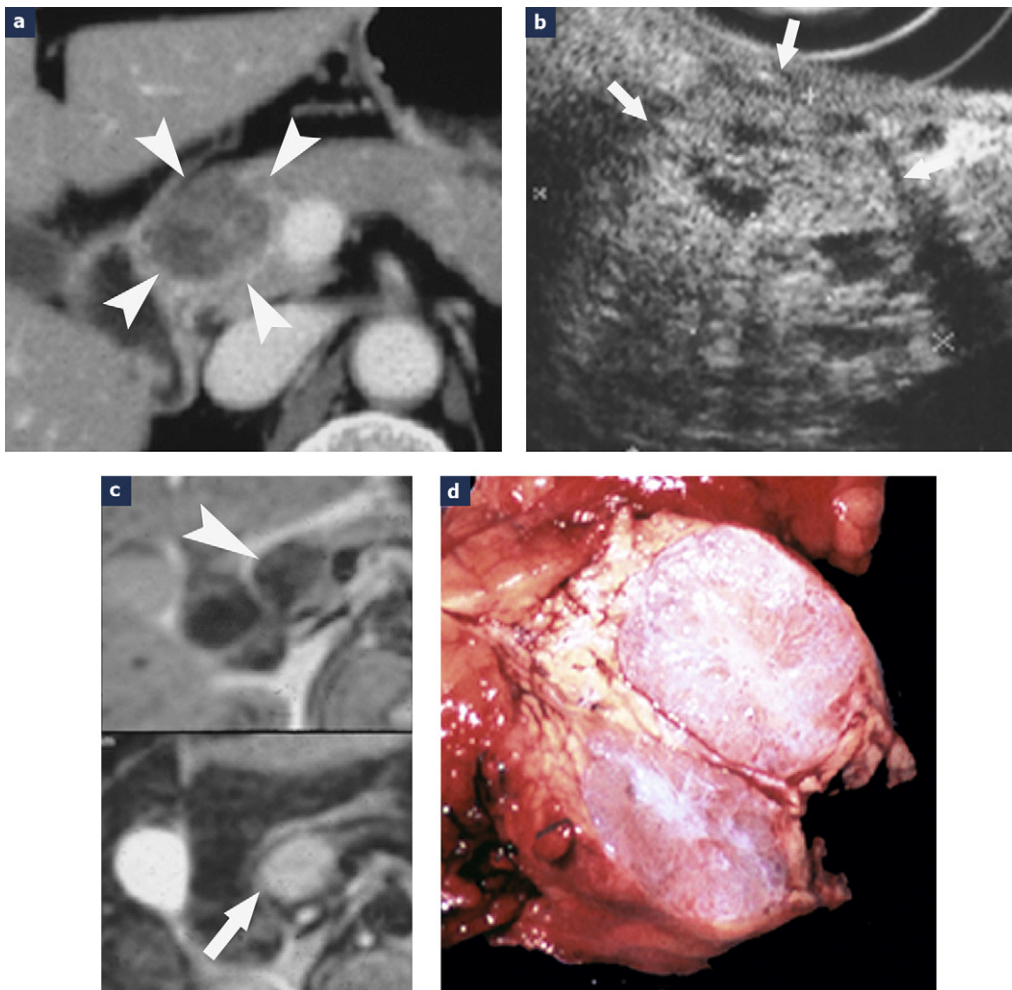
Cystadénome séreux solide : a : le scanner montre une lésion limitée à contours rehaussés et de densité hétérogène sans zone franchement liquidienne dans le pancréas céphalique ; b : l'échoendoscopie confirme une structure d'échogénicité régulière de la majeure partie de la masse avec quelques zones transsoniques et liquidiennes ; c : à l'IRM, la lésion est en hypersignal T2 modéré (flèche blanche), moins élevé que celui observé dans la vésicule biliaire ; d : la pièce opératoire confirme l'aspect charnu de la majeure partie de la lésion qui, sur le plan de l'imagerie est très difficile sinon impossible à distinguer d'une lésion solide d'autre nature (tumeur endocrine, tumeur pseudopapillaire, métastase...).
